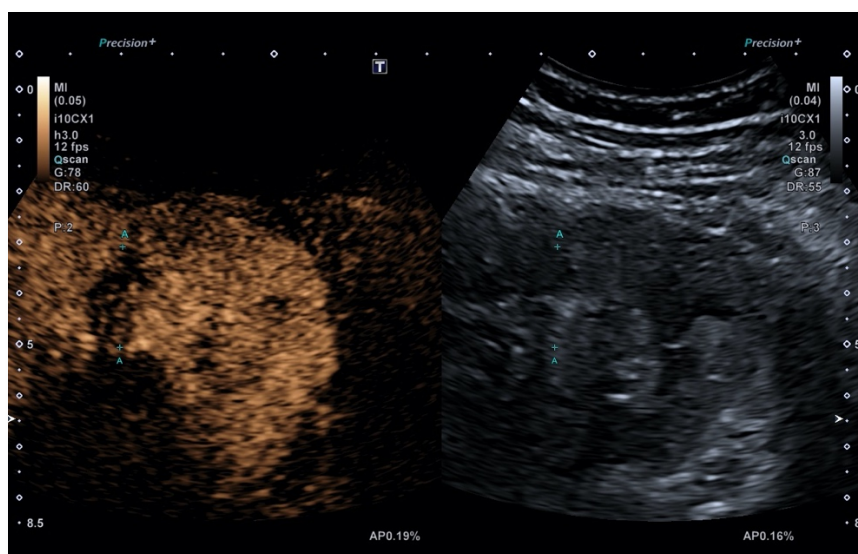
Ecografía con contraste de tumor renal
